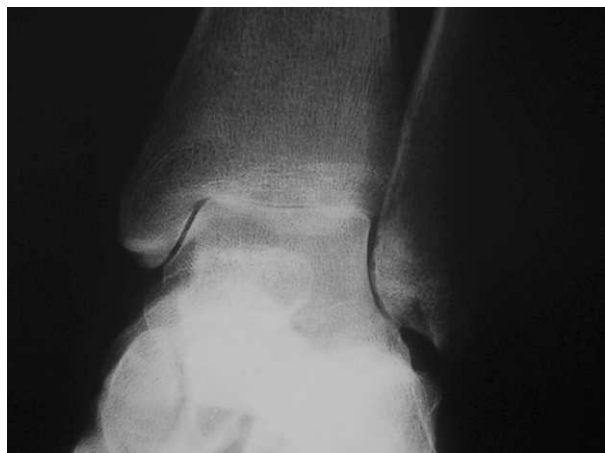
Radiografía de tobillo: deterioro erosivo tibioastragalino.
